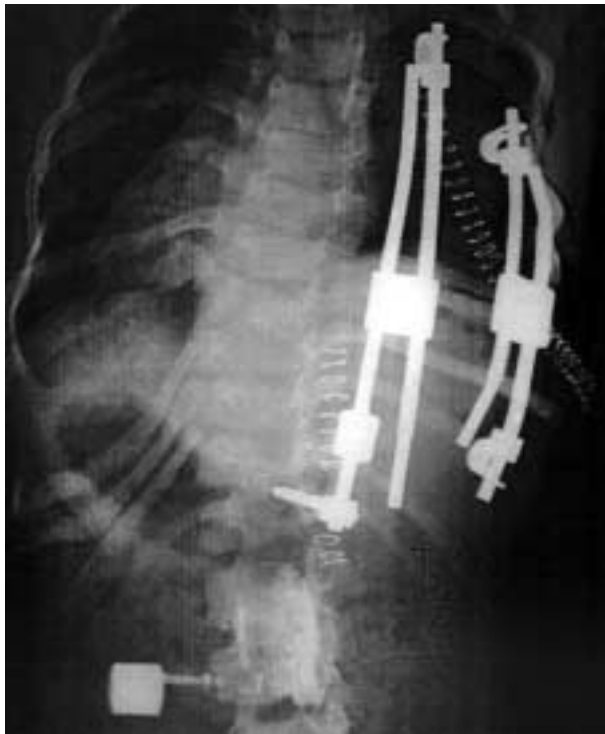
En esta radiografía simple de tórax postoperatoria comprobamos la mejoría en la curva, disminuyendo hasta 28° el ángulo de Cobb. La colocación de 2 prótesis en necesaria en casos muy complejos.
